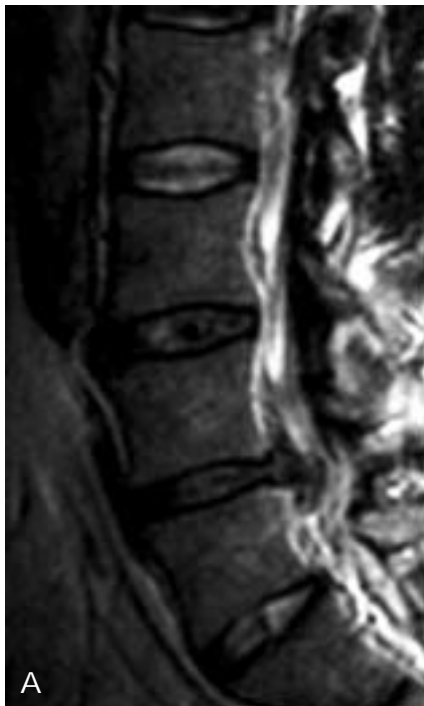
a y b. Hernia discal extruida L4-L5. a) Sagital FSE T2 y b) axial GE T2. El material discal se extiende más allá del anulus externo a través de un desgarro completo del mismo. Obsérvese además en el corte sagital disminución de la normal señal de resonancia del disco L3-L4 y L4-L5, así como visualización de la hendidura intranuclear en los discos L2-L3 y L5-S1.
